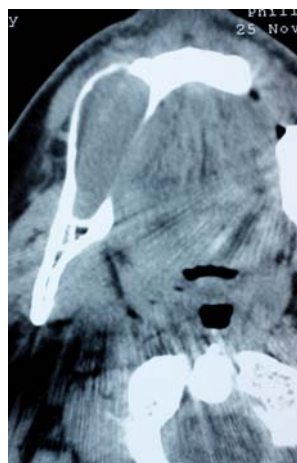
TAC mandibular donde se evidencia el abombamiento de las corticales.
